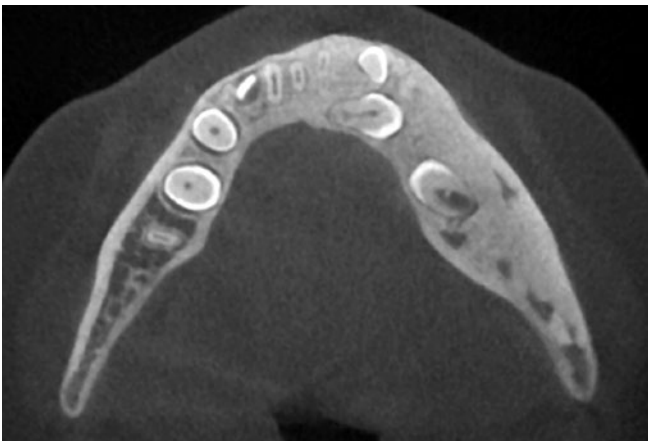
Axiales Schnittbild der digitalen Volumentomografie. Der Unterkiefer links ist verglichen mit der rechten Seite breiter und zeigt eine Osteosklerose beginnend in regio 31. Die Osteosklerose lässt sich teilweise nicht von der Kortikalis abgrenzen. Auf dem Schnittbild sind drei verlagerte Zahnkeime im linken Unterkiefer zu erkennen, der rechte Unterkiefer zeigt eine regelrechte Sklerosierung sowie Lage der Zähne.
